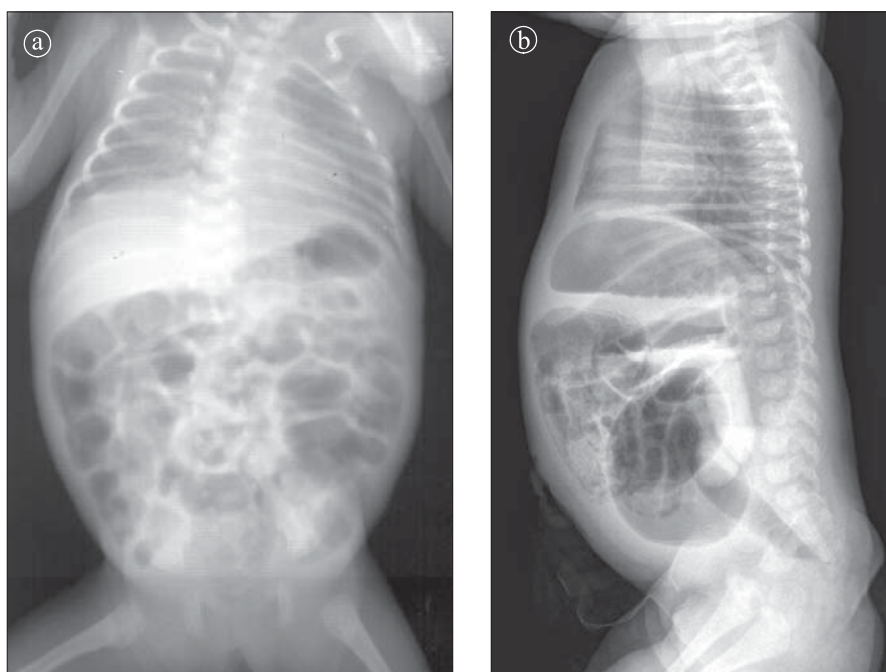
Colită ulcerativă, formă medie. Radiografie abdominală. a) Incidență PA ; b) Incidență LL. Dilatație difuză a colonului și anselor intestinale.
